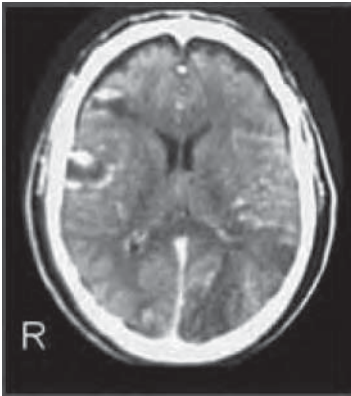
/12.- TAC de cráneo. Abscesos cerebrales múltiples.
